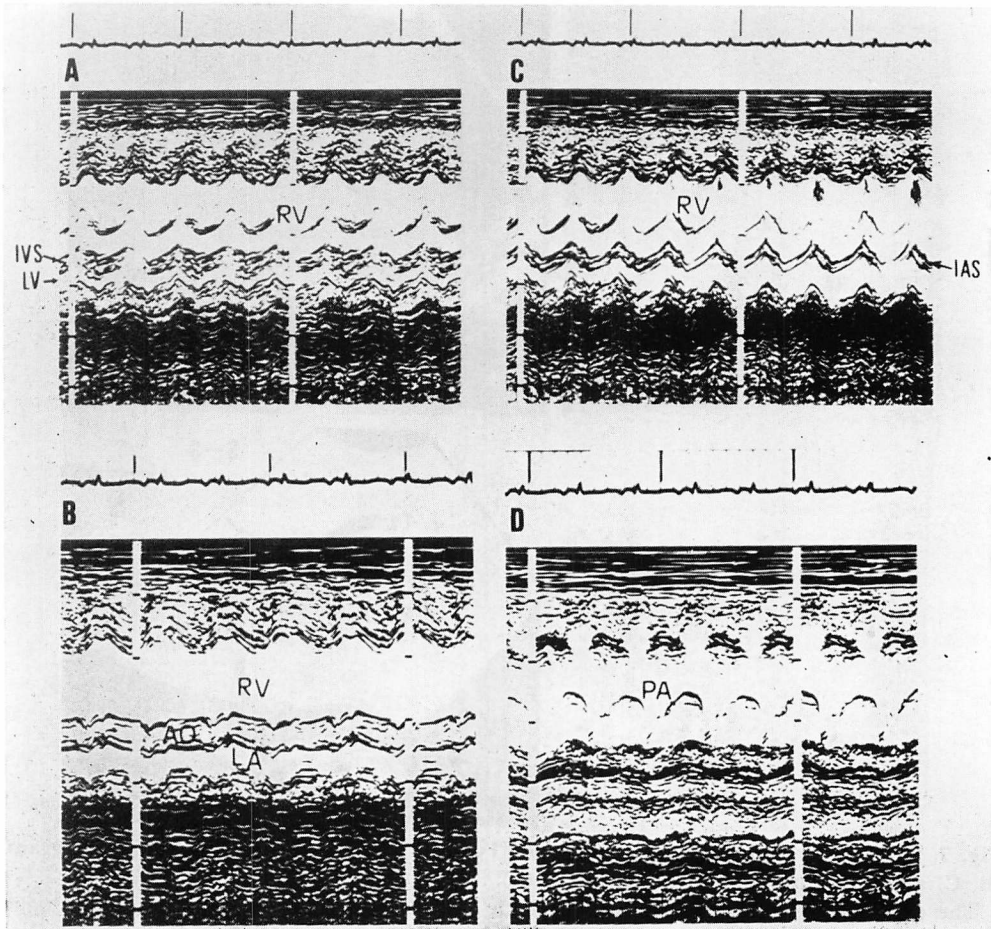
M-mode echocardiograms a patient with in hypoplastic left heart syndrome (Type I).
